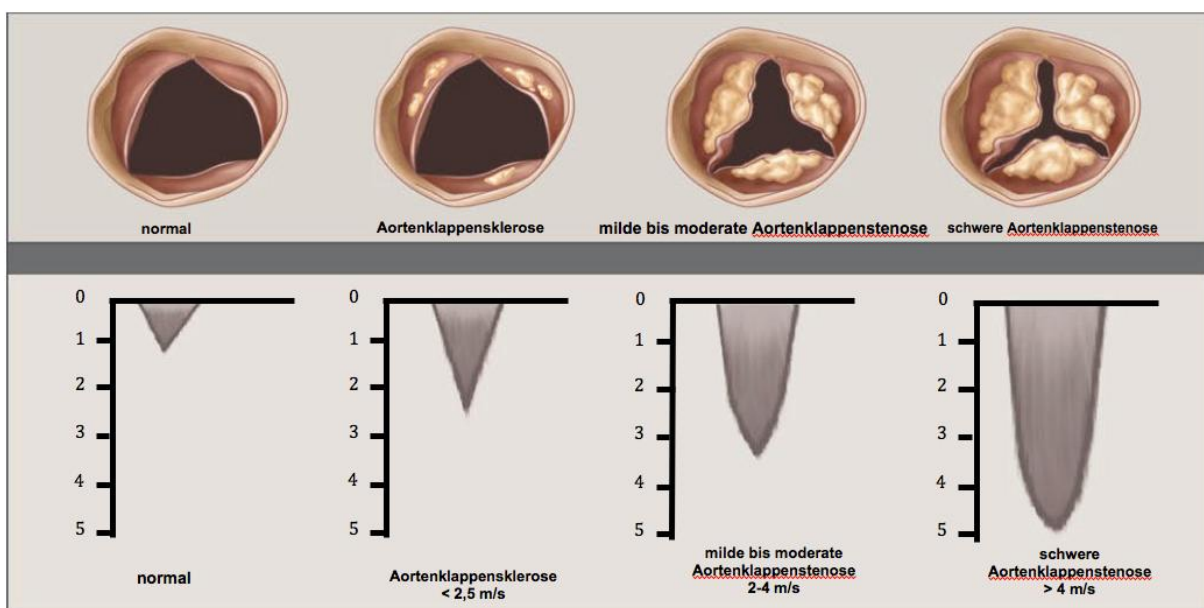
Zusammenhang zwischen Aortenklappenanatomie und echokardiographisch gemessener Durchflussgeschwindigkeit durch die Aortenklappe
